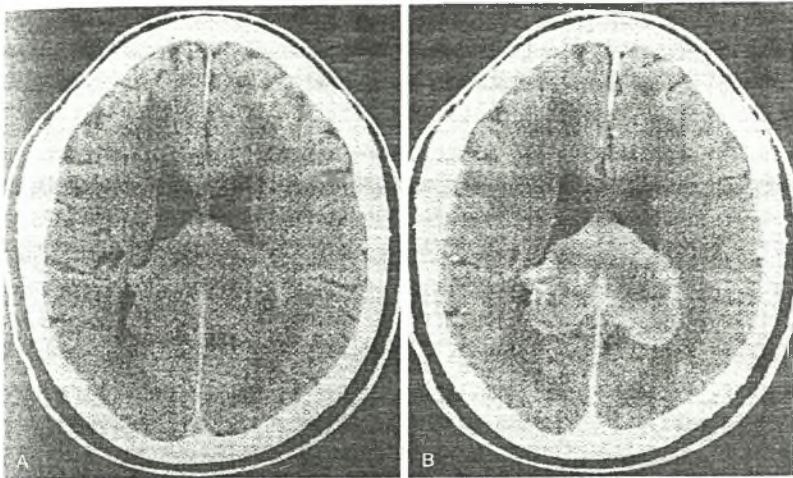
Αξονική τομογραφία πολύμορφου γλοιοβλαστώματος χωρίς (Α) και με (Β) χορήγηση σκιαγραφικής ουσίας ενδοφλεβίως. Χαρακτηριστική είναι η έντονη πρόσληψη σκιαγραφικού, τυπική στα κακοήγη γλιώματα (Blake LC, Maravilla KR: Computed Tomography. Berger & Wilson. The Gliomas. Philadelphia: W.B. Saunders Co 1999, 242-274).
